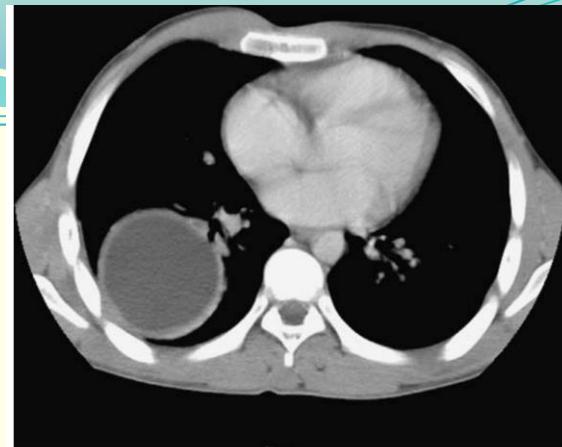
CT scan showing a large bronchogenic cyst of the right lower lobe.
